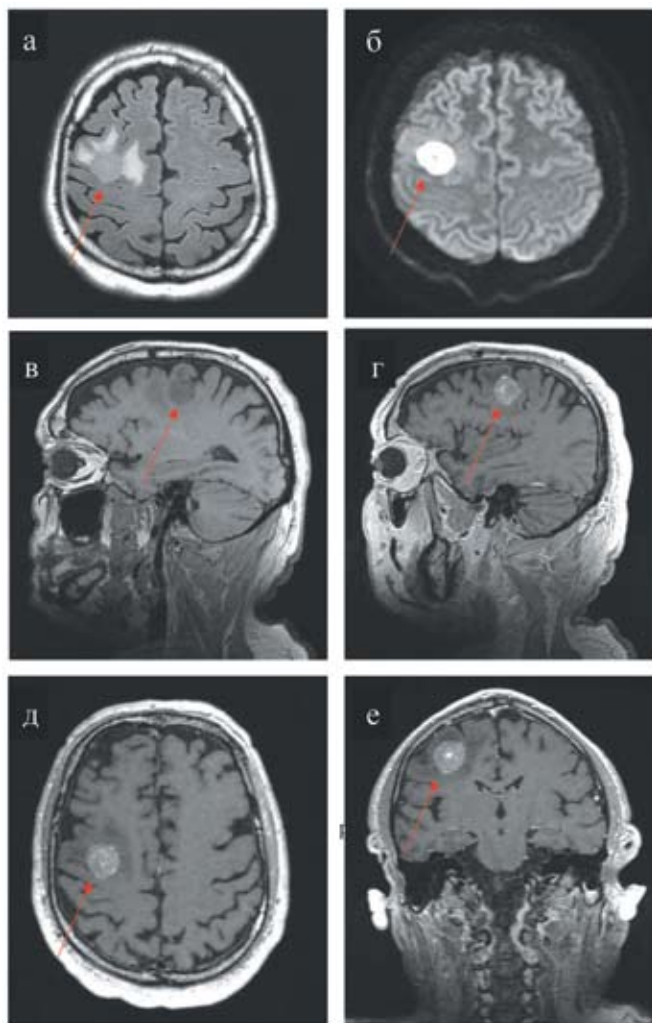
МРТ головного мозга пациента, выполненное перед операцией. а — Ax T2 FLAIR, б — DWI, в — Sag T1. В правой лобной доле определяется объемное образование (отмечено красной стрелкой), размерами 21,5x22x24 мм; г — Sag T1 с контрастным усилением, д — Ax T1 с контрастным усилением, е — Cor T1 с контрастным усилением. Опухоль активно, достаточно однородно накапливает контрастный препарат.
